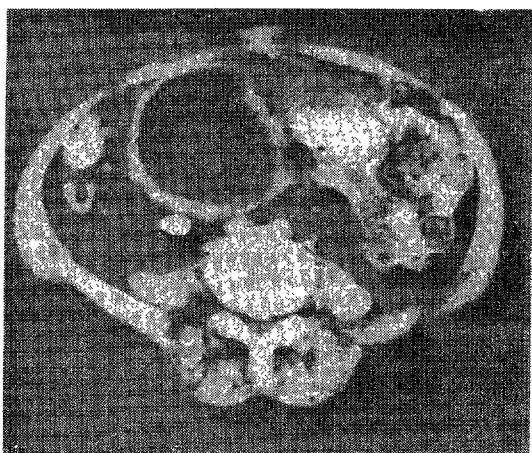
CT scan of abdomen. Wall of rectum was thickened and hypertrophied.
